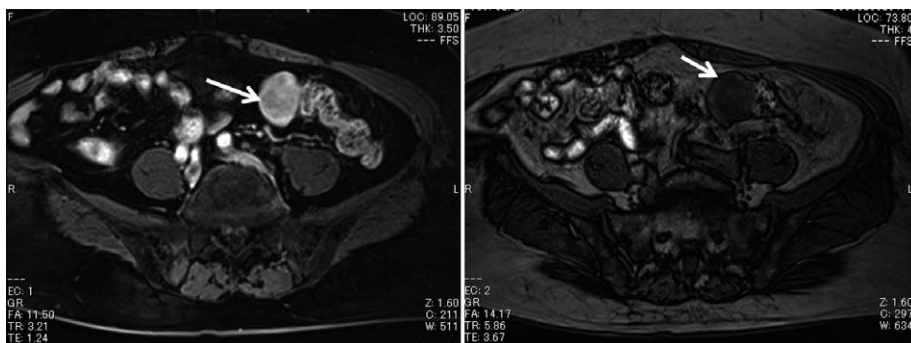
Magnetic resonance imaging shows high intensity at T1-imaging and low intensity at T2-imaging.
